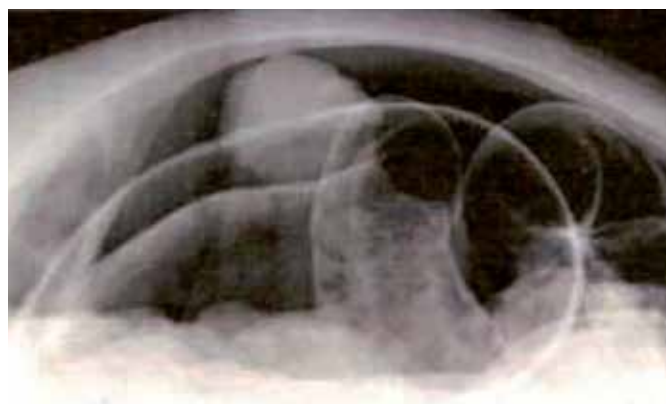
Radiografía en decúbito lateral de abdomen por perforación
